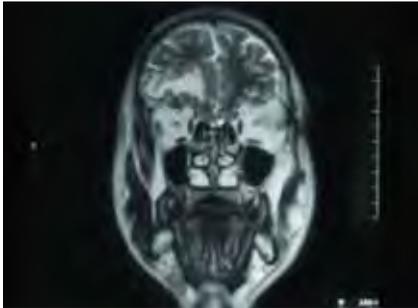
Síndrome Orbito-frontal (RMN)
